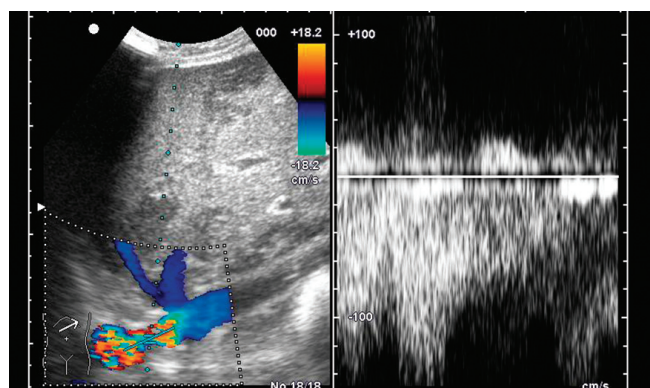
A. HAS – zapis widma dopplerowskiego w zwężeniu (PSV 226 cm/s). B. HAS – obniżony RI (0,37) – distalnie od zwężenia. C. HAS – wydłużony czas akceleracji (104 ms) – distalnie od zwężenia
